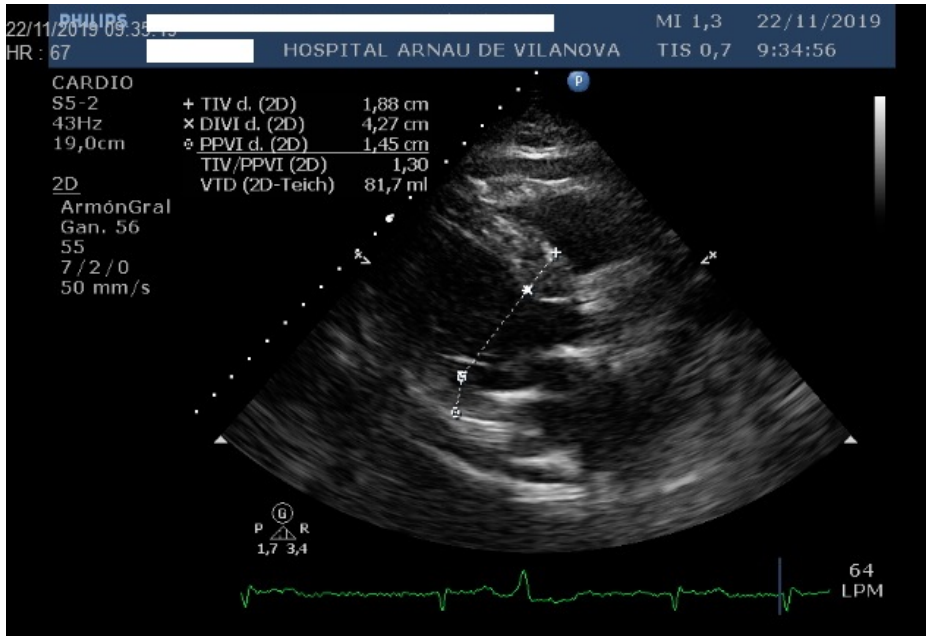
Ecocardiograma bidimensional que muestra ventrículo izquierdo severamente hipertrófico
